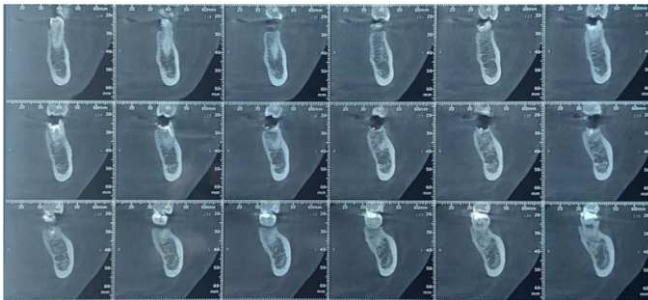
CBCT : Coupes coronales obliques
